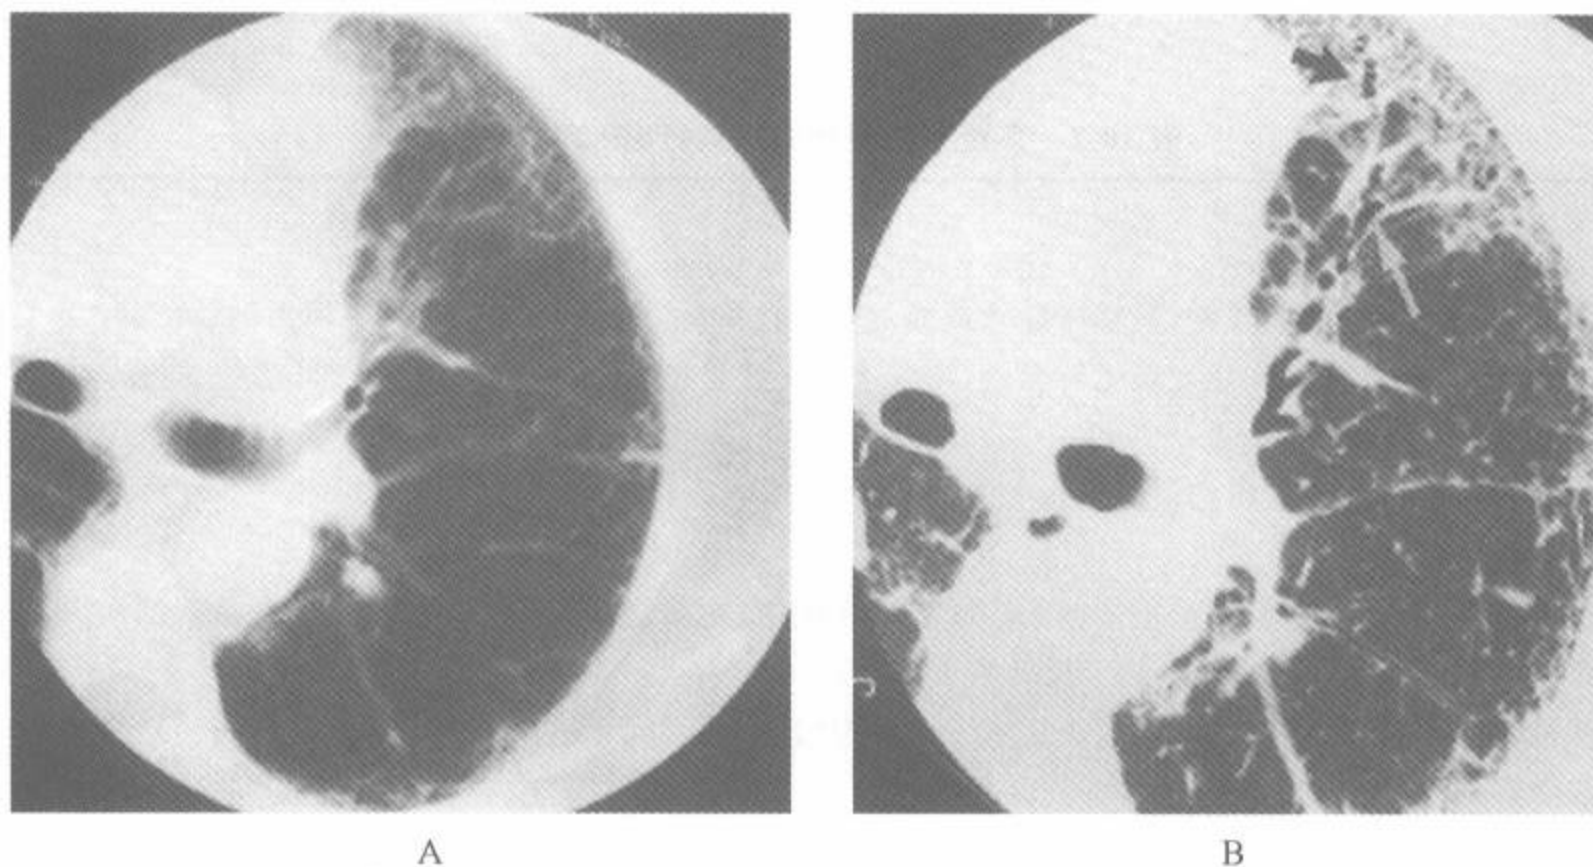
在评价弥漫性肺疾病上的 HRCT 与常规 CT 比较
